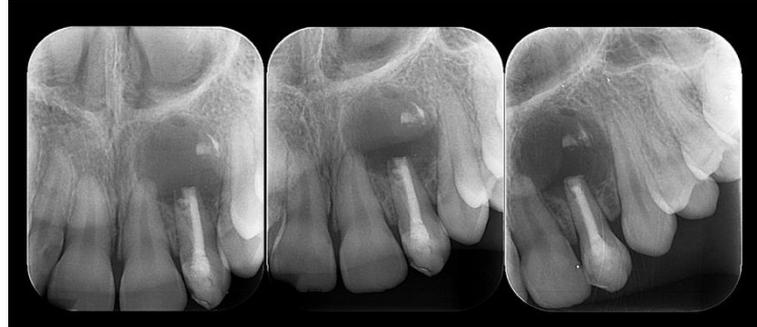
Radiografia 30.07.2020.
